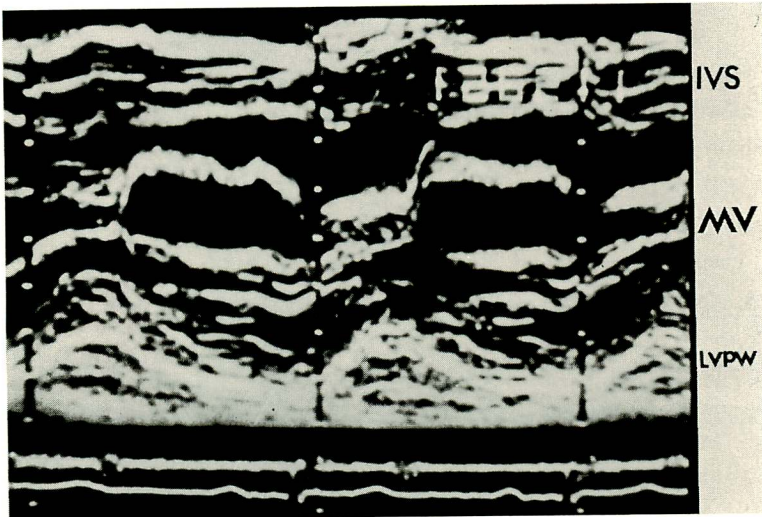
Echocardiogram of a patient with hypertrophic cardiomyopathy.
